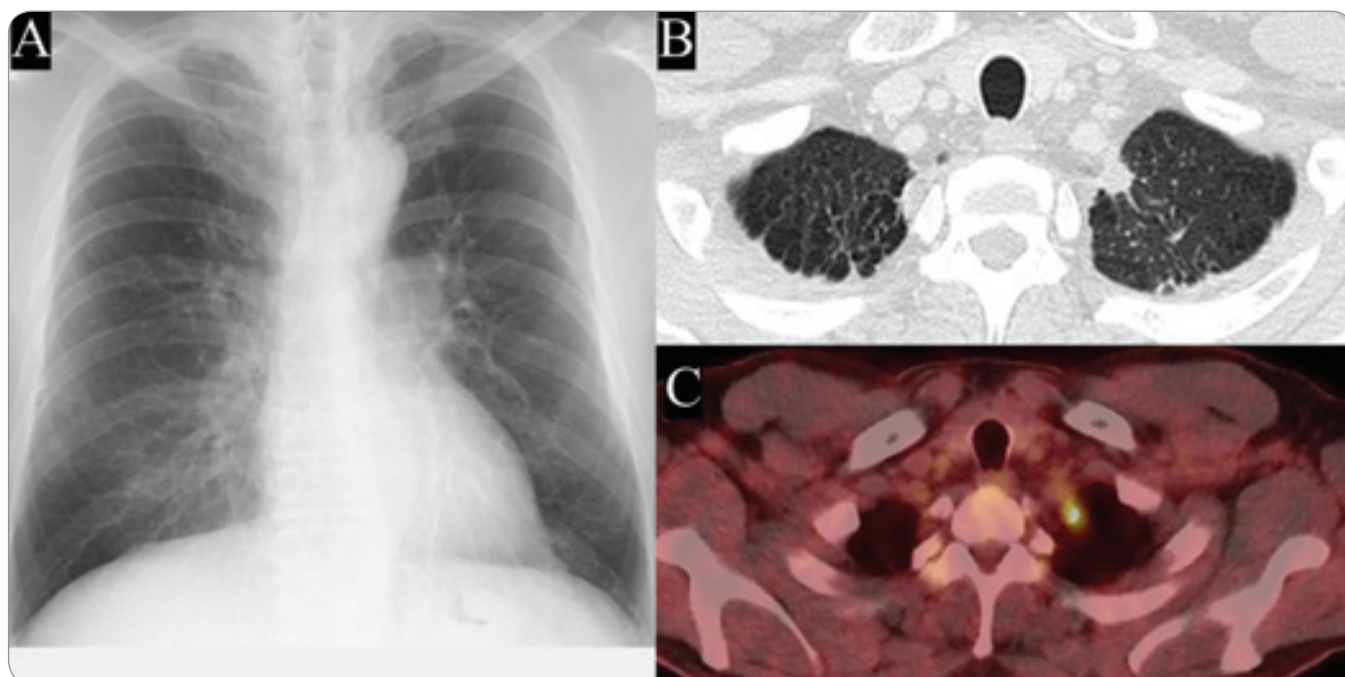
(A) Plain chest radiograph; (B) chest CT scan. Both images showed a 12-mm nodule in the apex of the left lung. (C) PET/CT revealed uptake of fluorodeoxyglucose at the nodule in the apex of the left lung.
